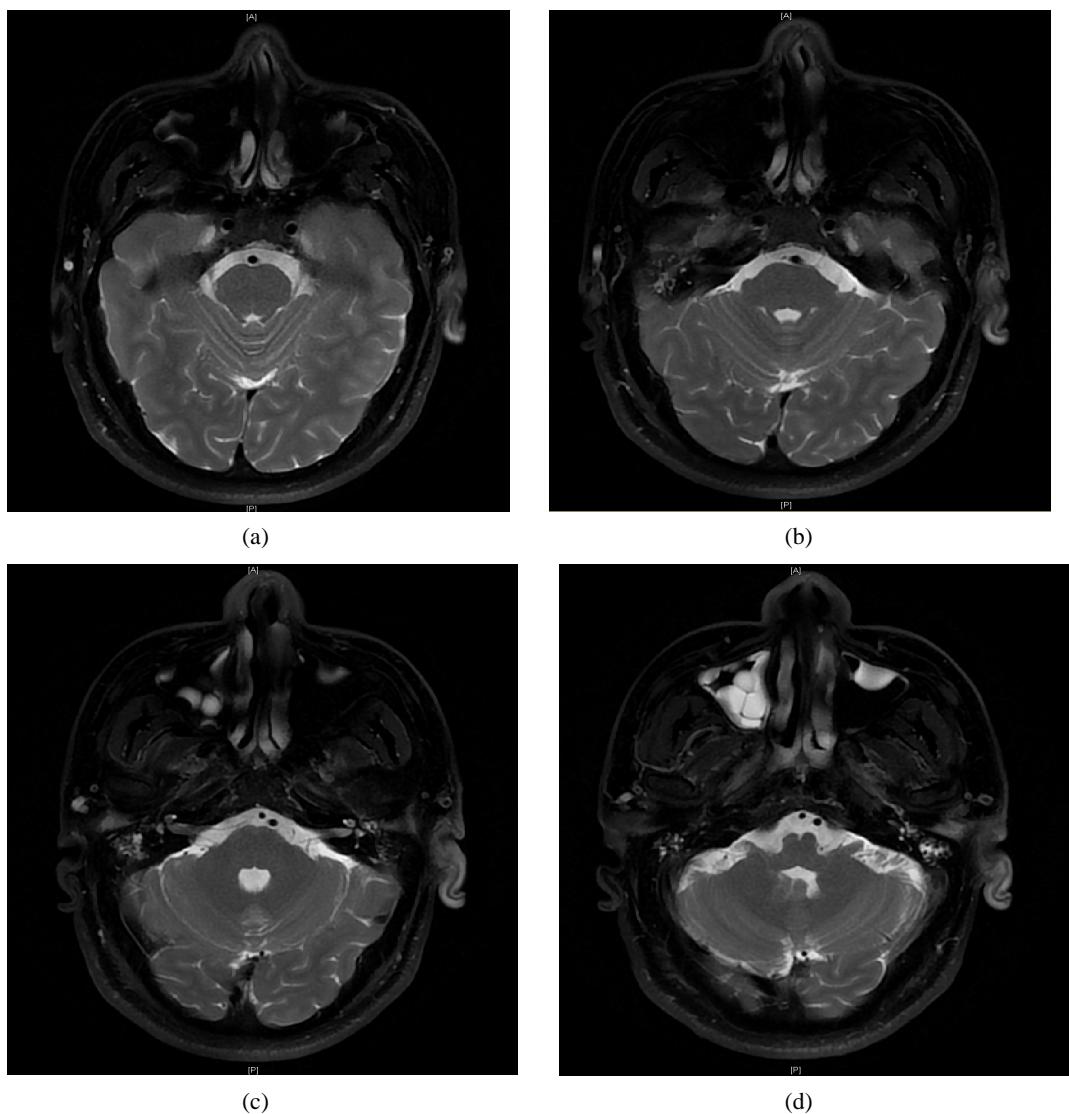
Magnetic Resonance Imaging (MRI): Thickening of the left auricle with high signal intensity on T2-weighted imaging with fat suppression
